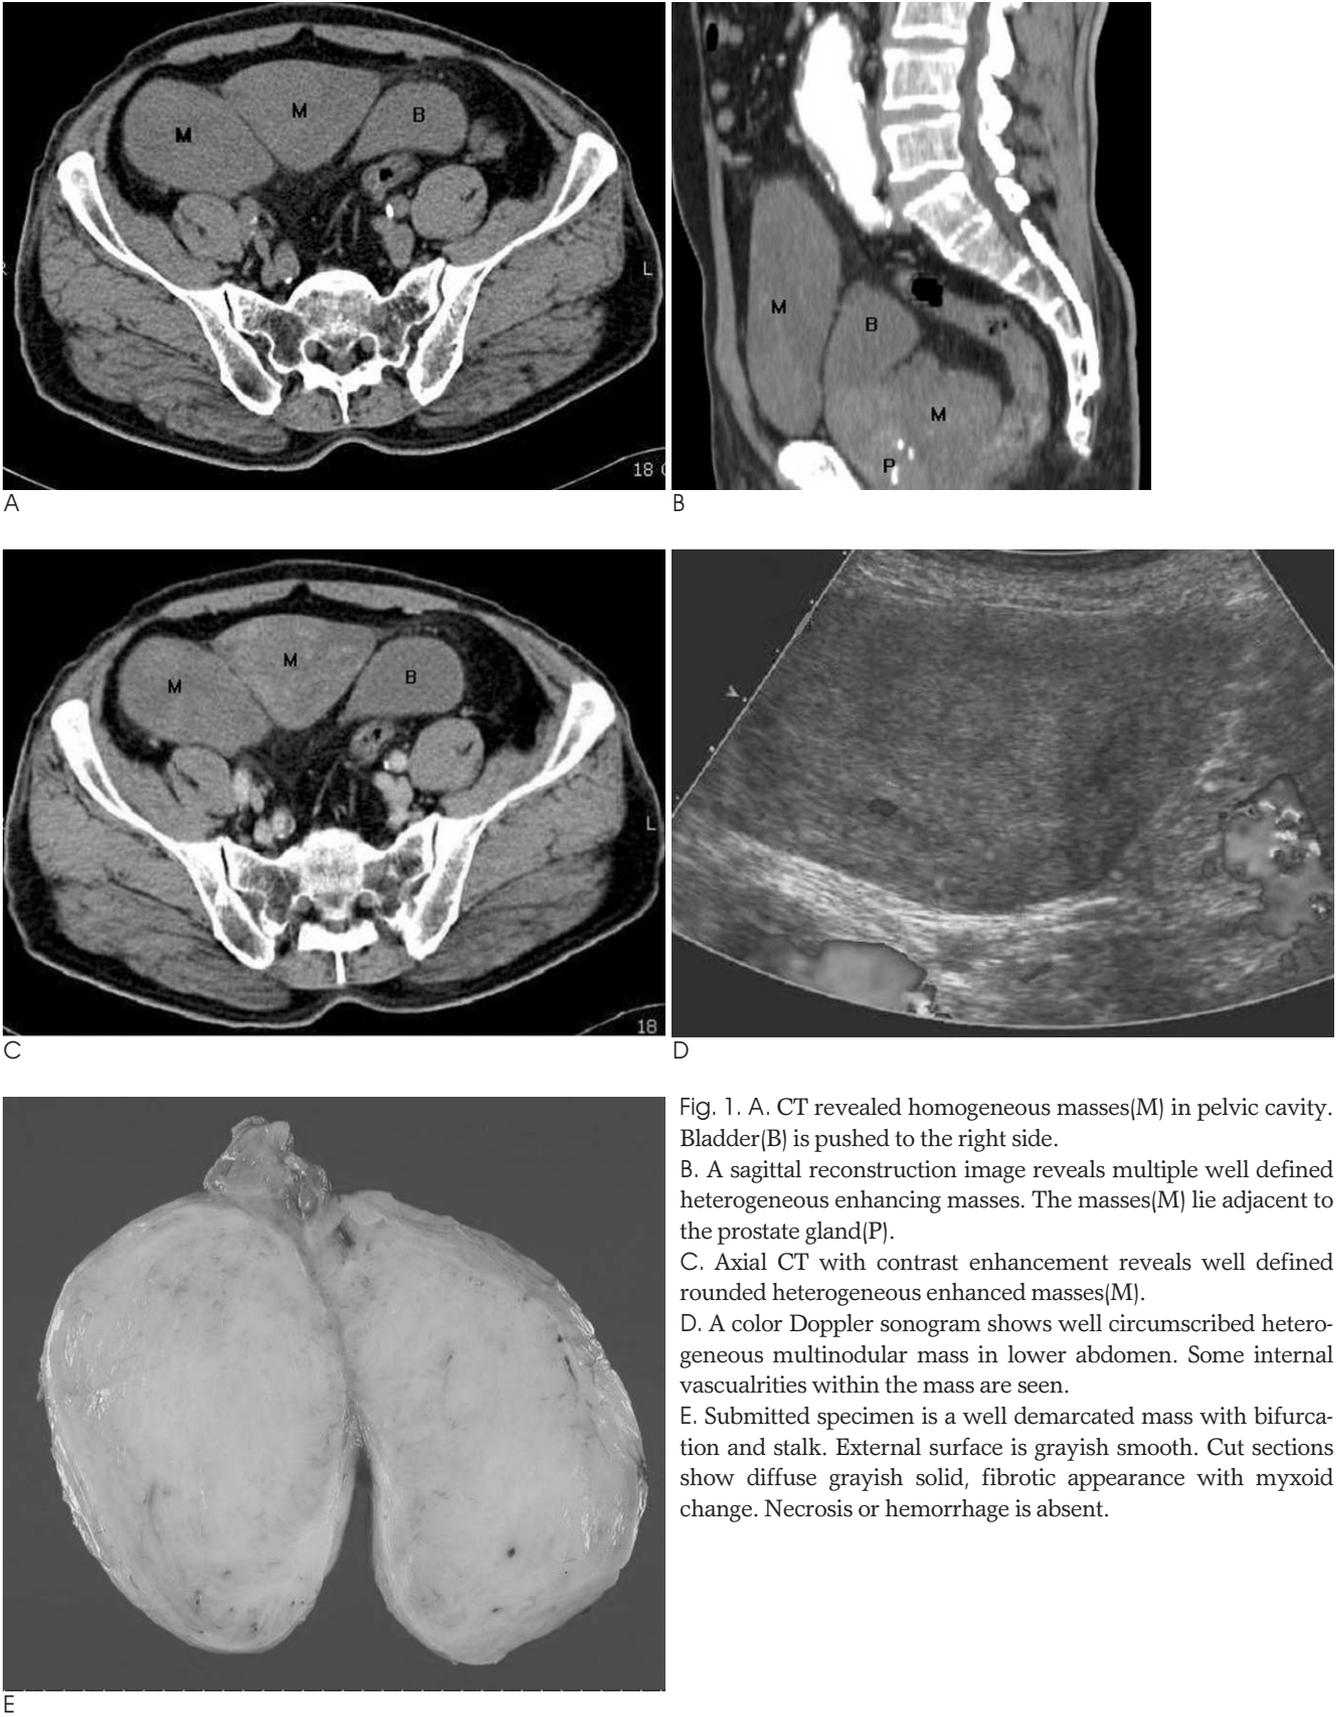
A. CT revealed homogeneous masses(M) in pelvic cavity. Bladder(B) is pushed to the right side.
